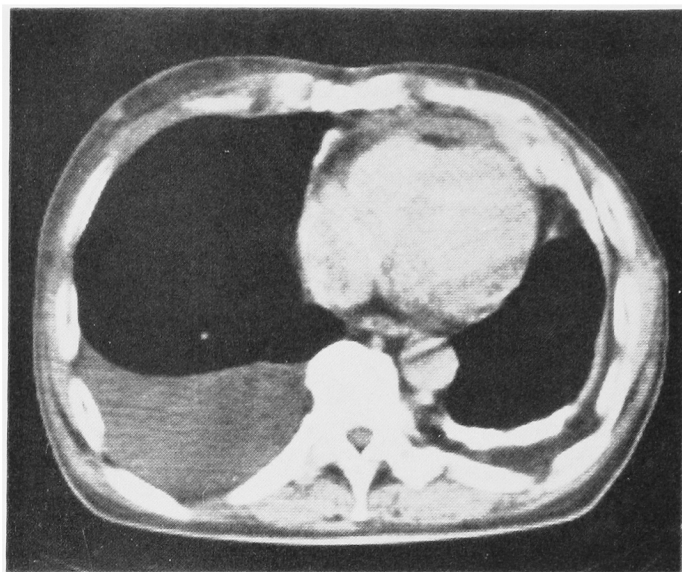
胸部 CT スキャン (1985年3月): リンパ節腫大は縮小しているが、胸水の著しい貯留が認められる。
